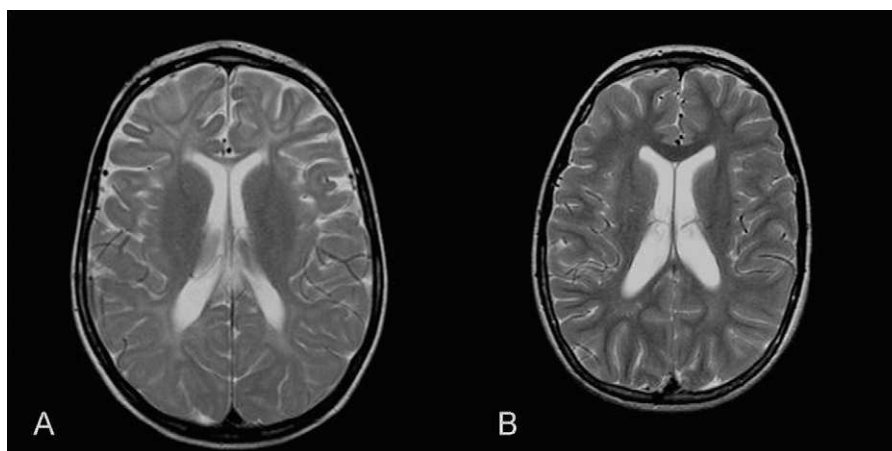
A) Caso 5: RM craneal, corte axial, T2: existe anomalía severa de la mielinización y atrofia cortico-subcortical. B) Caso 6: RM craneal, corte axial, T2: discreta atrofia cortico-subcortical.
